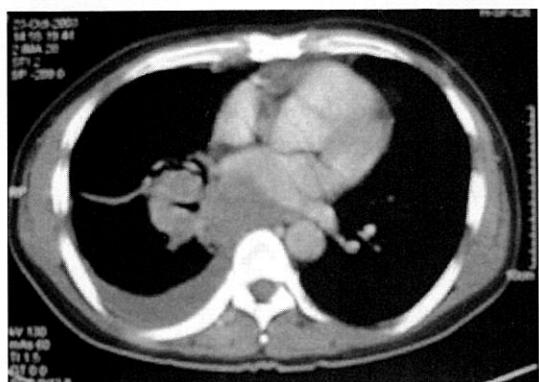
Chest CT showing about 4cm sized, ill-defined, lobulating contured soft tissue mass in RLL and subcarinal, Rt hilar, peribronchial lymph nodes enlargement and pleural effusion.
